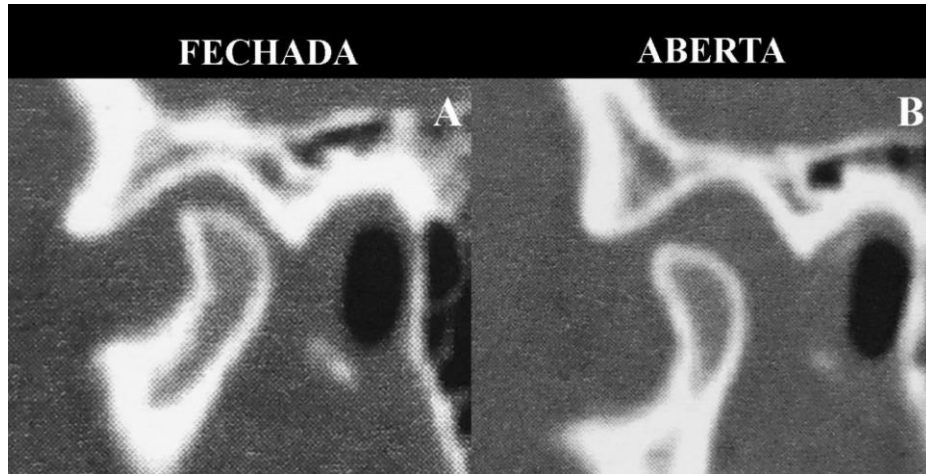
Imagem por tomografia computadorizada da ATM direita após 6 meses da terapia instituída. A) ATM direita em boca fechada demonstrando recorticalização da cabeça da mandíbula direita; B) ATM direita em boca aberta demonstrando o mesmo padrão.
